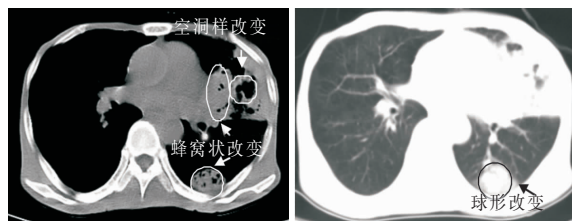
肺部奴卡菌感染 CT 检查图(8 号患者)
